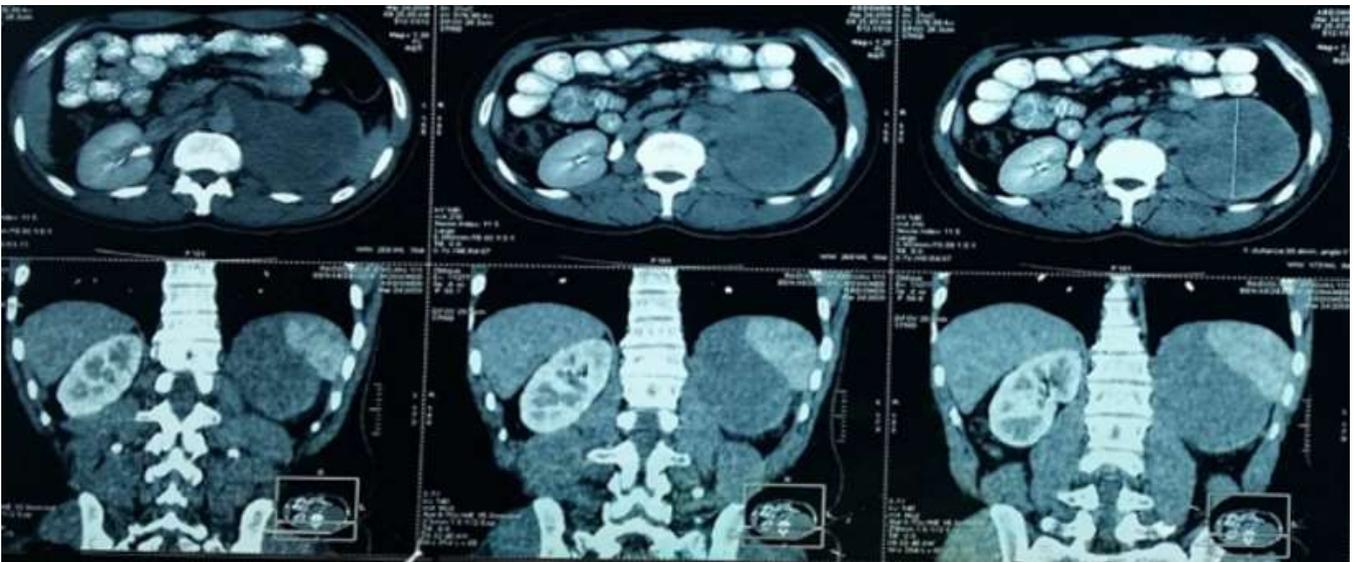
aspect de la TDM abdomino-pelvienne initiale objectivant une énorme masse rénale gauche
